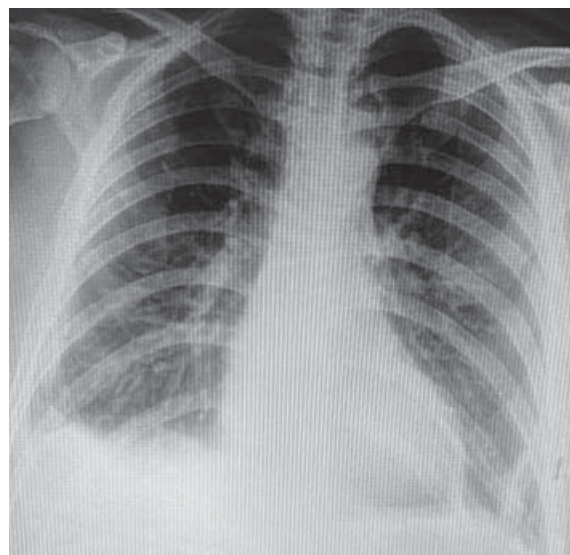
Рентгенографія ОГП від 2.09.21
